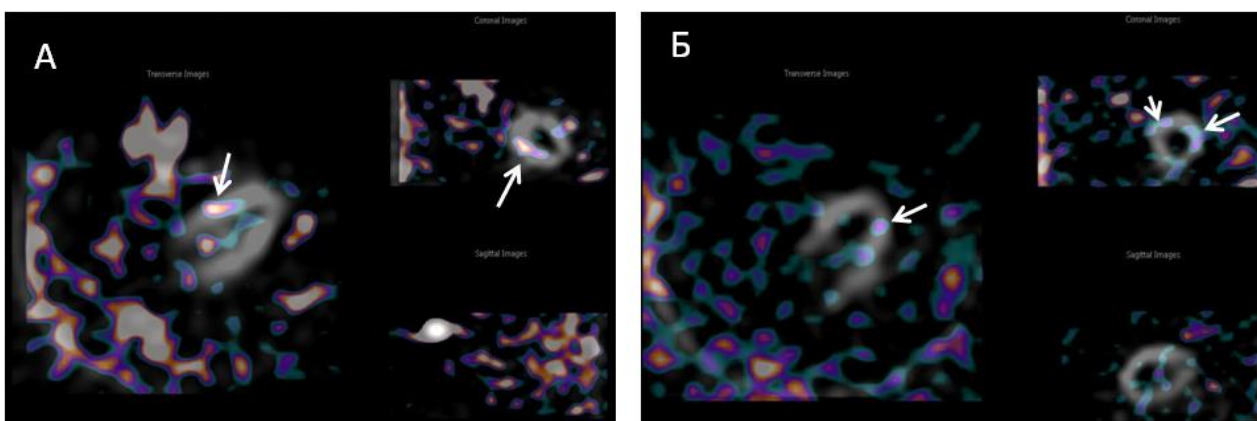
Сцинтиграммы, выполненные через 18 часов после введения ^{99m}Tc -Пирфотеха: А – единичный очаг накопления РФП в проекции средних отделов задне-перегородочной области ЛЖ (указаны стрелками); Б – множественные очаговые накопления РФП в проекции апикальных отделов боковой и передне-боковой стенок, а также в проекции апикальных отделов передне-перегородочной области ЛЖ.
